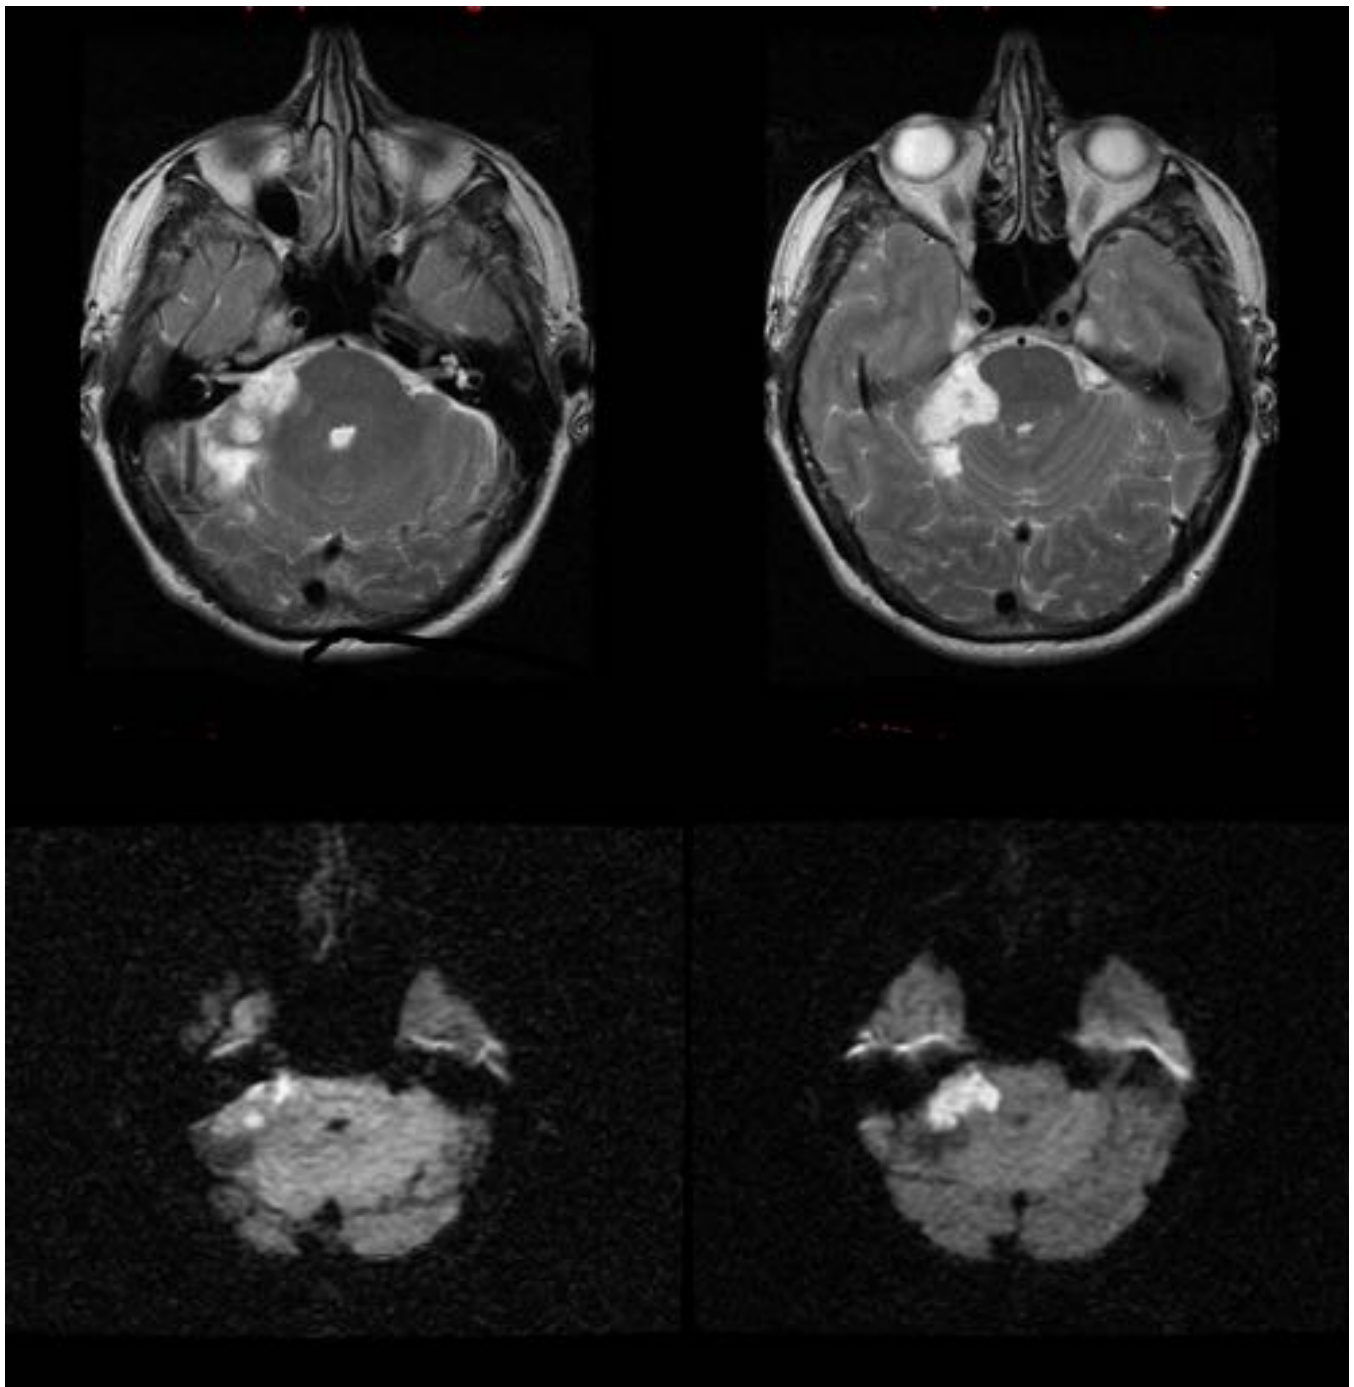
Cortes axiales de RM en T2 e imagen isotrópica, con lesión en ángulo pontocerebeloso derecho hiperintenso en ambas secuencias y que se trató de un quiste epidermoide.
